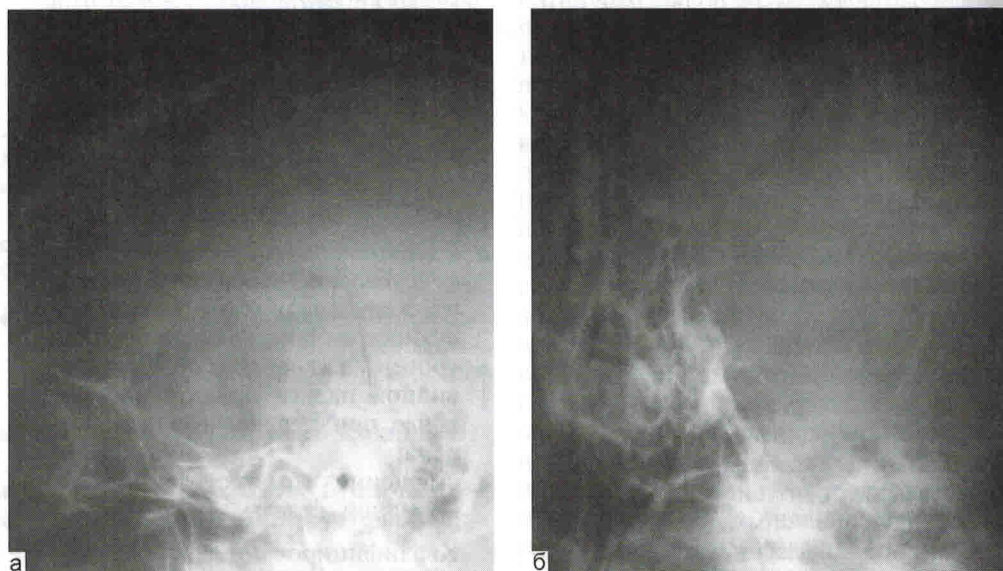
Рентгенограммы черепа. Перелом височной кости.
